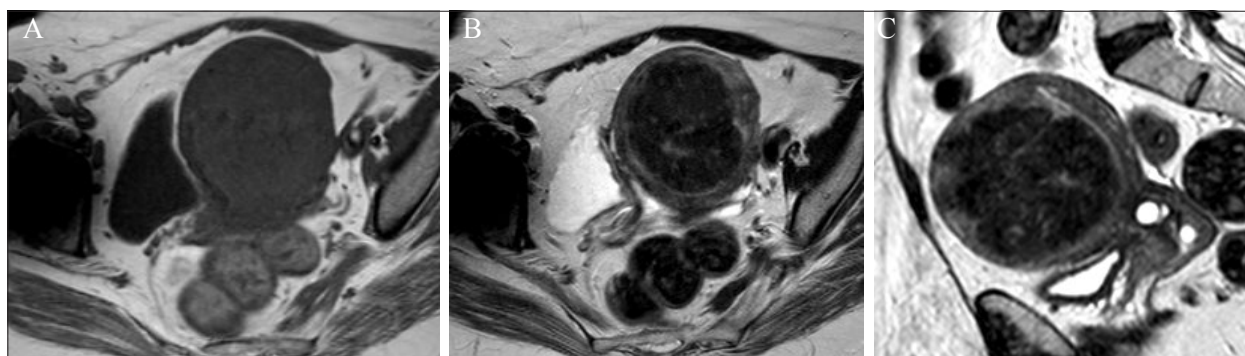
Leiomioma em RM. Mulher de 50 anos. RM com seqüências ponderadas em T1 (A) e T2 (B) axial e T2 sagital (C), mostra útero de dimensões aumentadas, com leiomioma intramural anterior, com o habitual hipossinal em T1 e T2. Quistos de retenção do colo do útero são identificados na imagem em T2 sagital.
